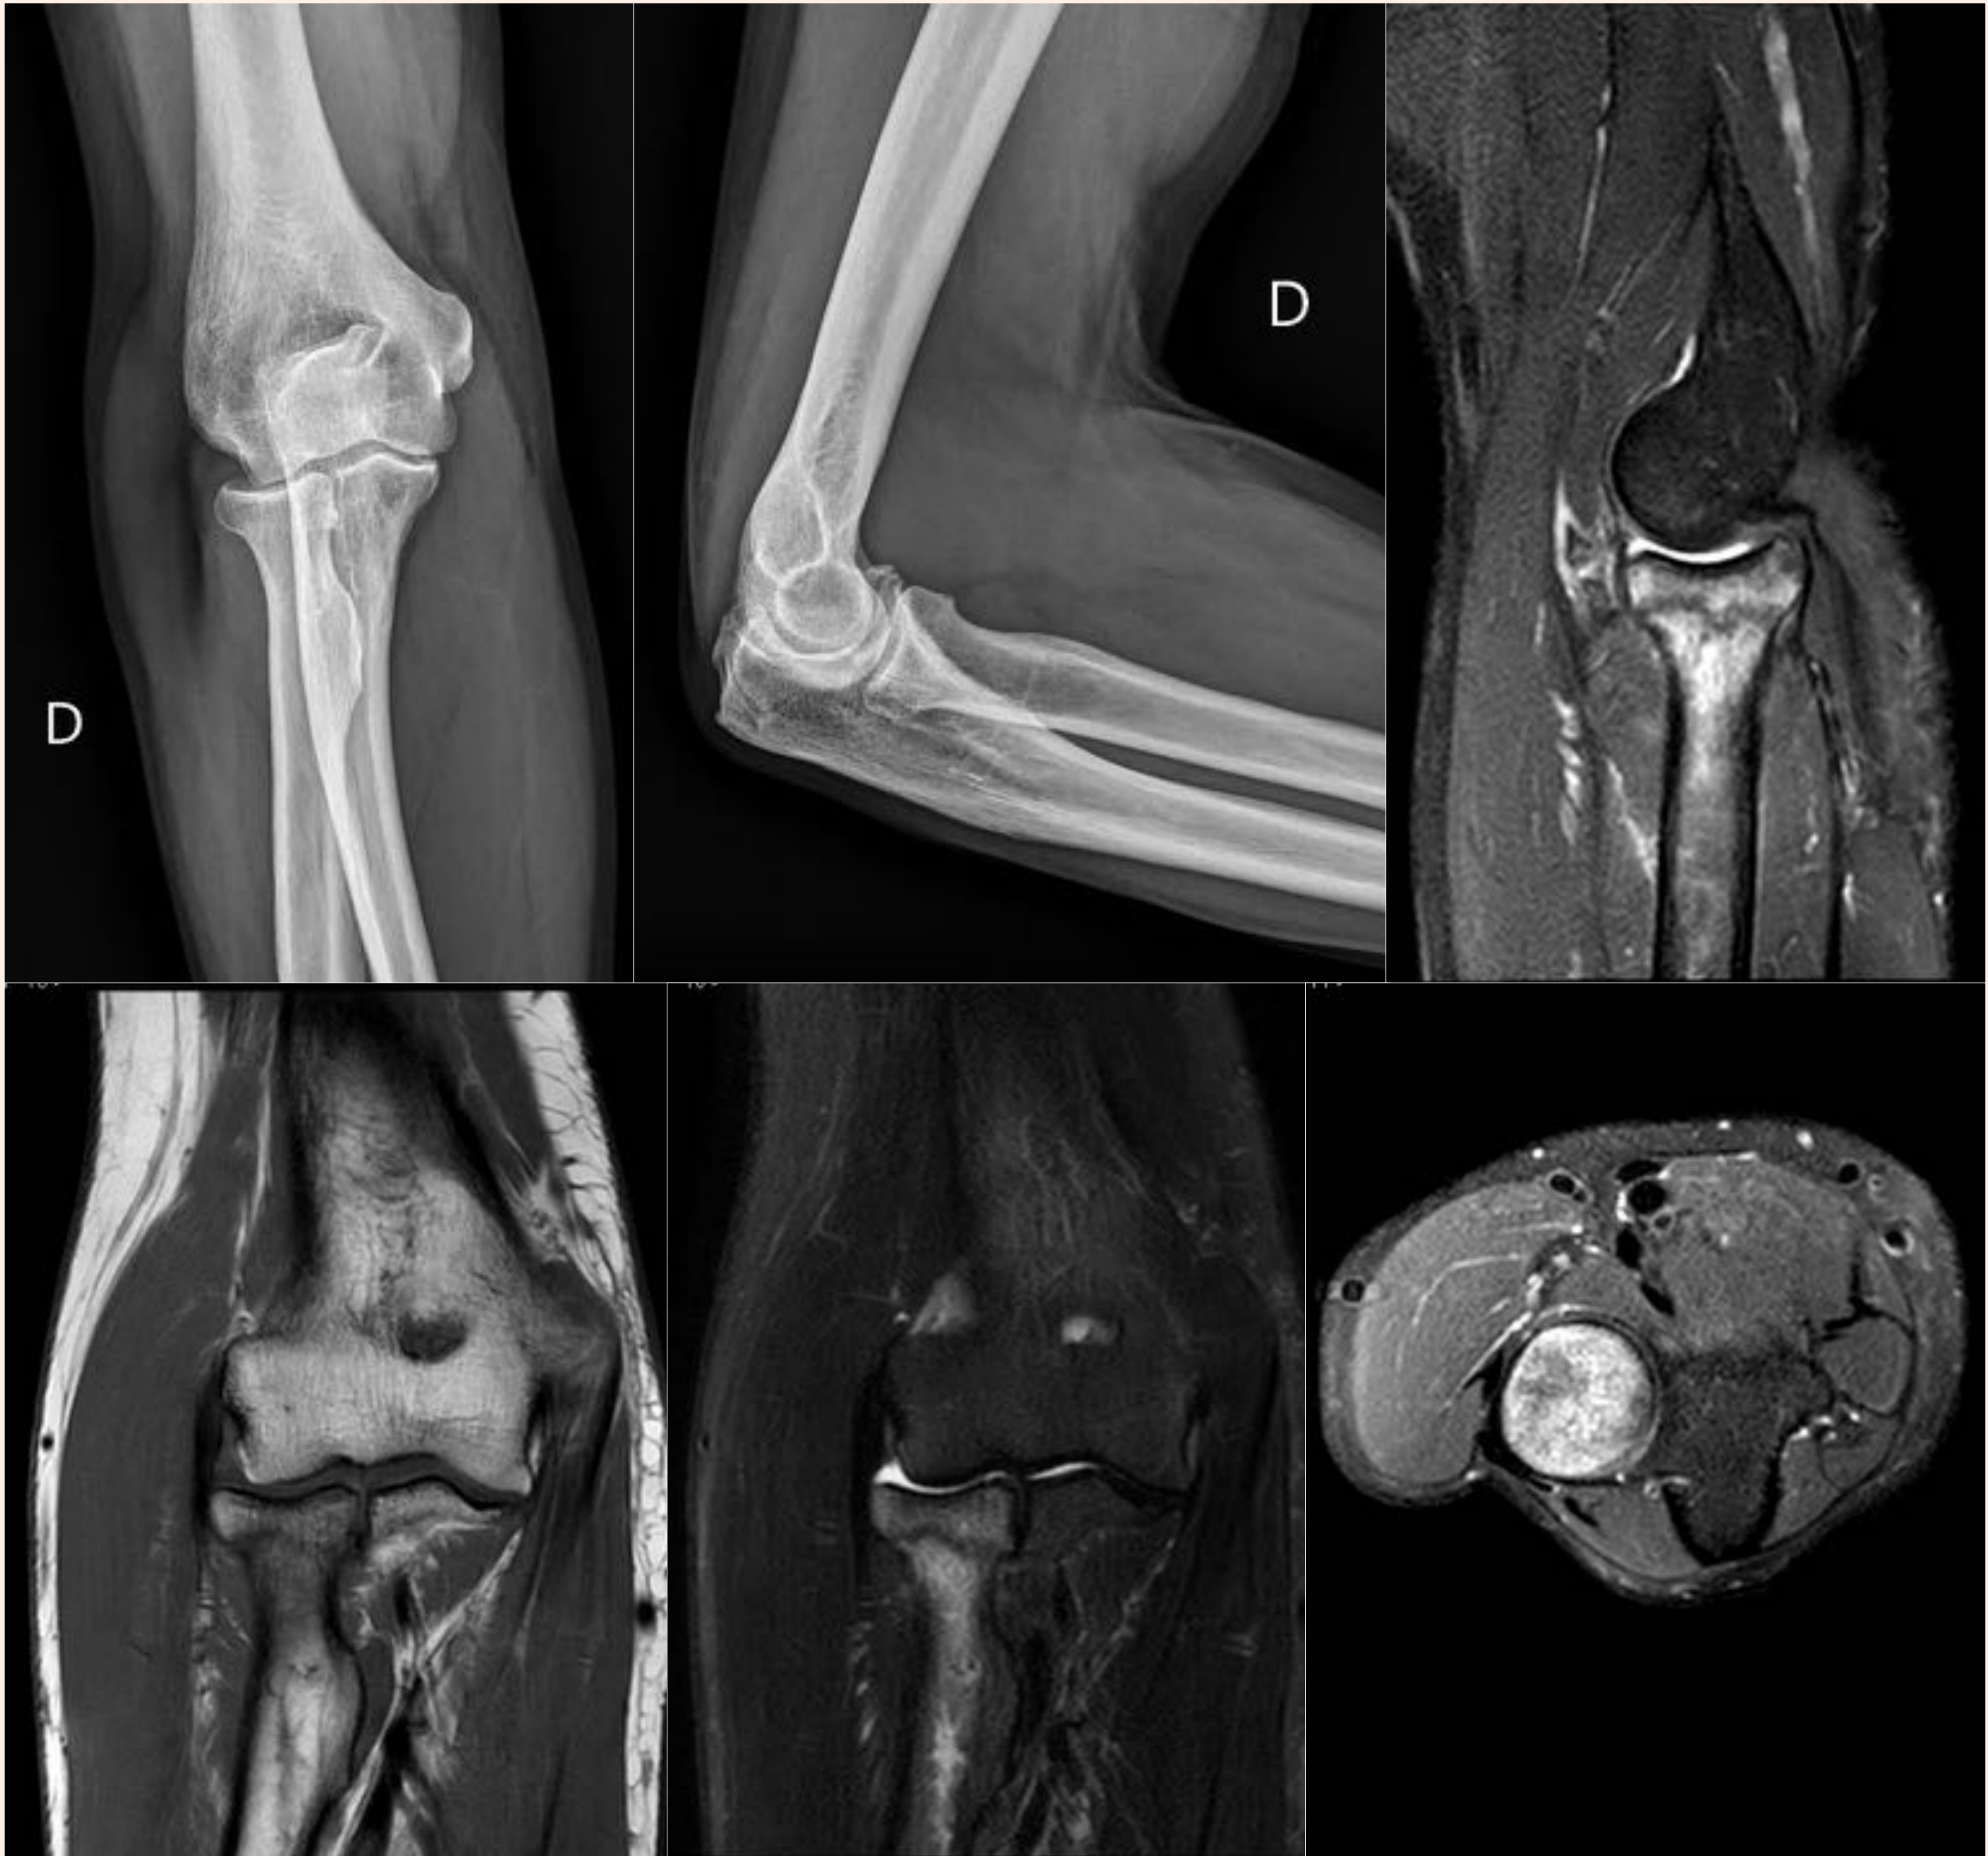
Radiografía AP y LAT de codo derecho sin evidencia de fracturas. Secuencia T1 coronal, coronal T2 Dixon Fat Sat, Sagital y Axial SPAIR que muestran fractura de cuello de radio no desplazada con edema óseo asociado.
